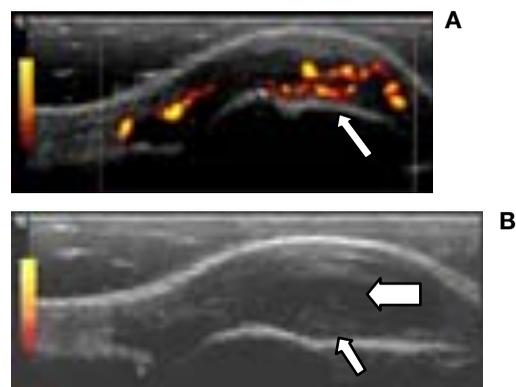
Imágenes ecográficas de articulaciones metacarpofalángicas. A) Presencia de señal Doppler evidenciando hipervascularización y sinovitis activa. B) Aumento del líquido intraarticular (flecha gruesa) e hipertrofia de la sinovial (flecha fina).
